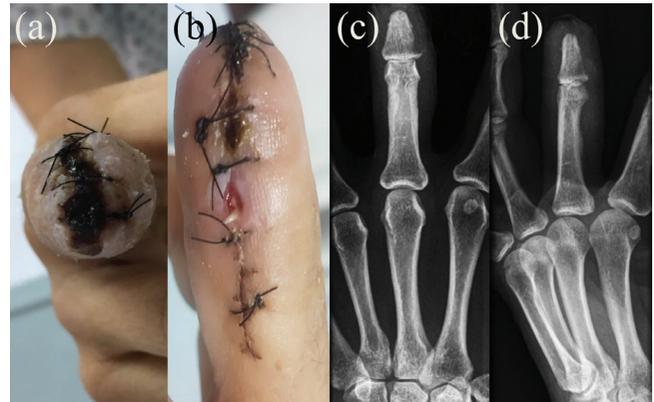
Evolución post operatoria de dedo medio derecho posterior primera amputación. Foto de dedo medio derecho con vista coronal (a) y lateral-oblicua (b). Radiografías antero-posterior (c) y oblicua (d) con signos de osteítis.
